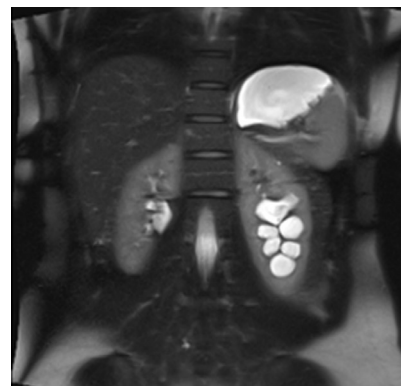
MRT Abdomen; coronar, Hydronephrose II° unterer Anteil der linken Niere bei Doppelsystem
